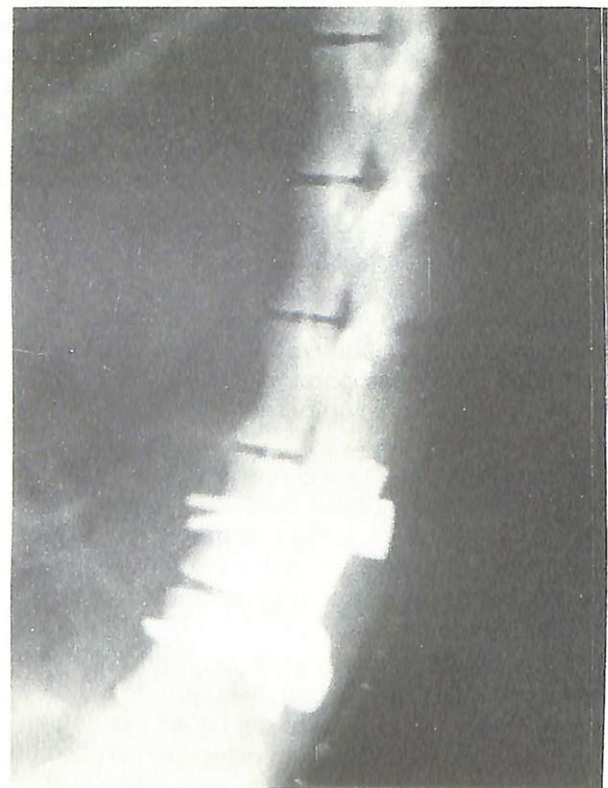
Radiografía postoperatoria en proyección lateral de la fusión ósea instrumentada (grupo C).
